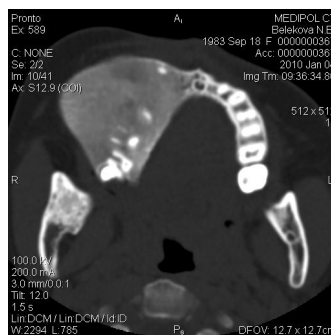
На КТ б-ой, Б-ой, 18 лет, с остеодеструктивными изменениями альвеолярного отростка верхней и нижней челюсти справа определяется видоизмененная по типу “матового стекла” костная ткань неоднородно-пониженной плотности, но при сохраненных кортикальных пластинках.
